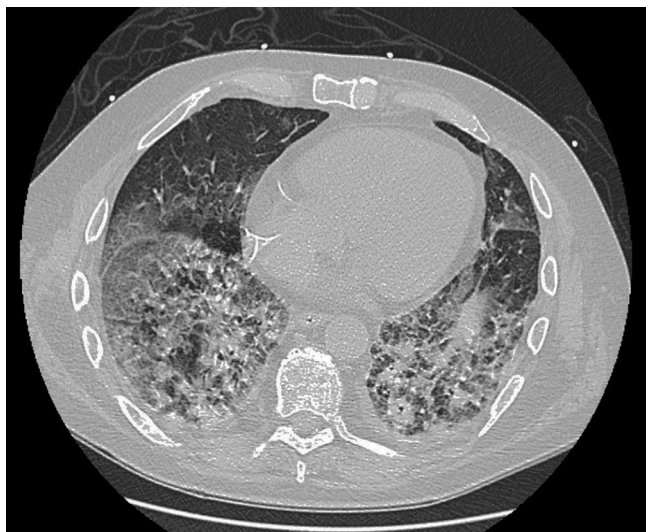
TC durante el ingreso, donde se observa importante afectación parenquimatosa, en comparación con TC previa, un mes antes, coincidiendo con el último ciclo de quimioterapia, que resultó normal.
